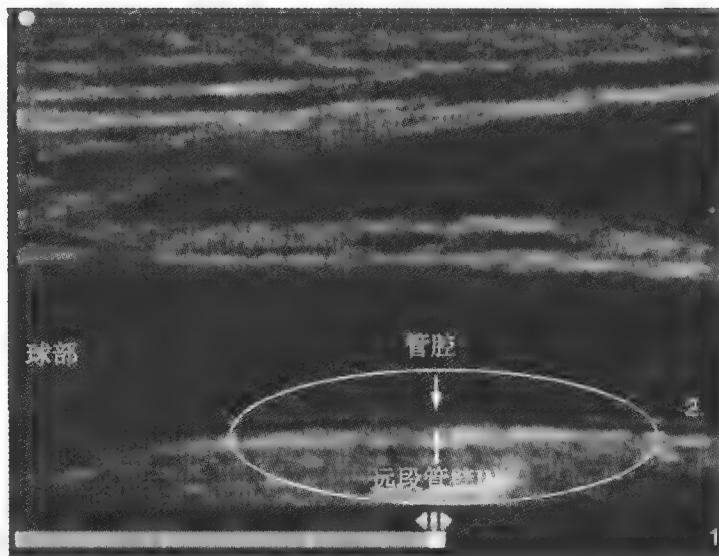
颈动脉超声成像(10 MHz)显示颈总动脉远段, 两个箭头代表腔内膜与中膜外膜交界的范围, 代表颈动脉内中膜厚度(CIMT)。在此例中, CIMT为颈总动脉远段1cm的平均厚度。
